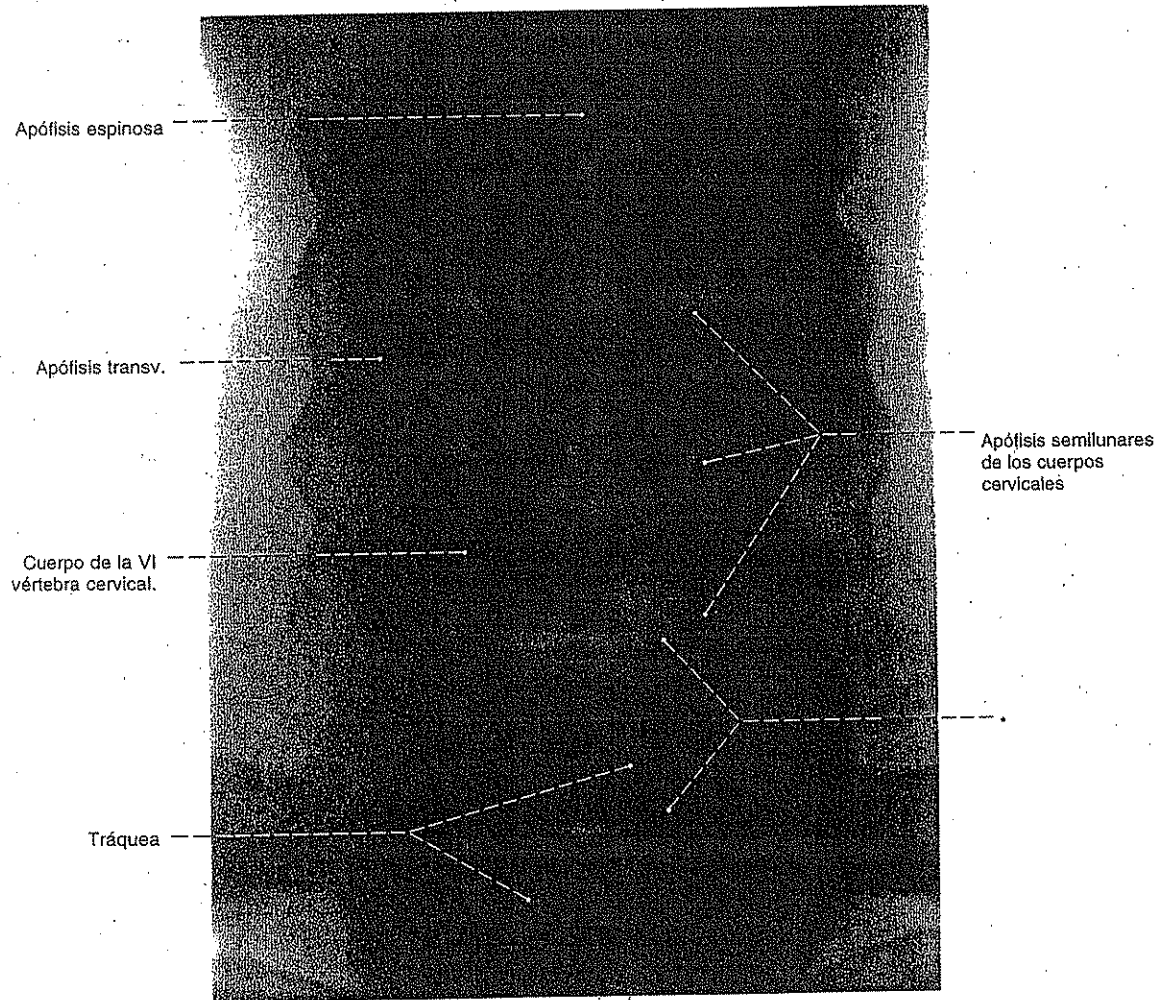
Radiografía AP de la columna cervical; posición: bipedestación; radiación central dirigida a la 3ª vértebra cervical.
